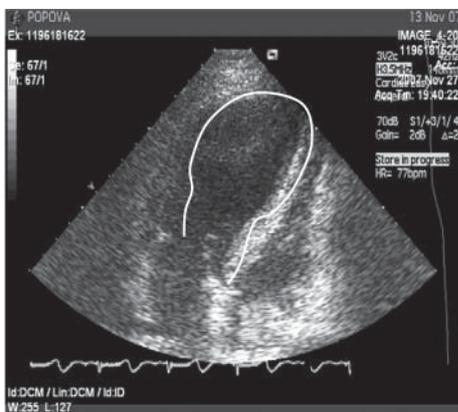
Эхокардиограмма в день поступления 12.11.2007 г. и через 4 дня 16.11.2007 г. слева-направо (4-камерное сечение ЛЖ в систолу)
